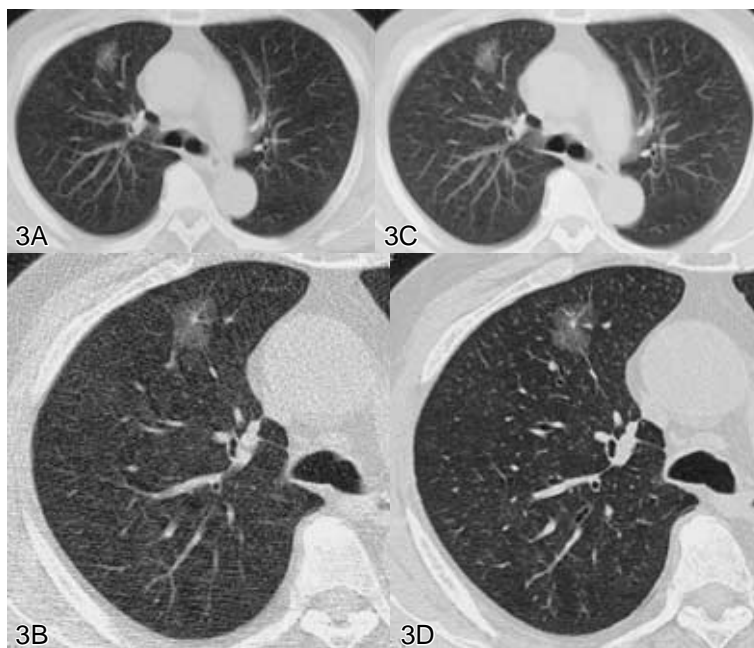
Low dose CT image obtained by 4-detector row MDCT from adenocarcinoma in the right upper lobe
